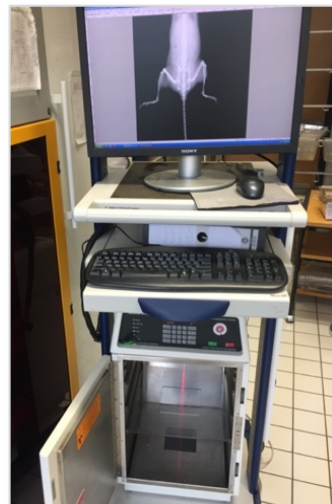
Frakturkontrolle mittels mobilen Röntgengeräts
